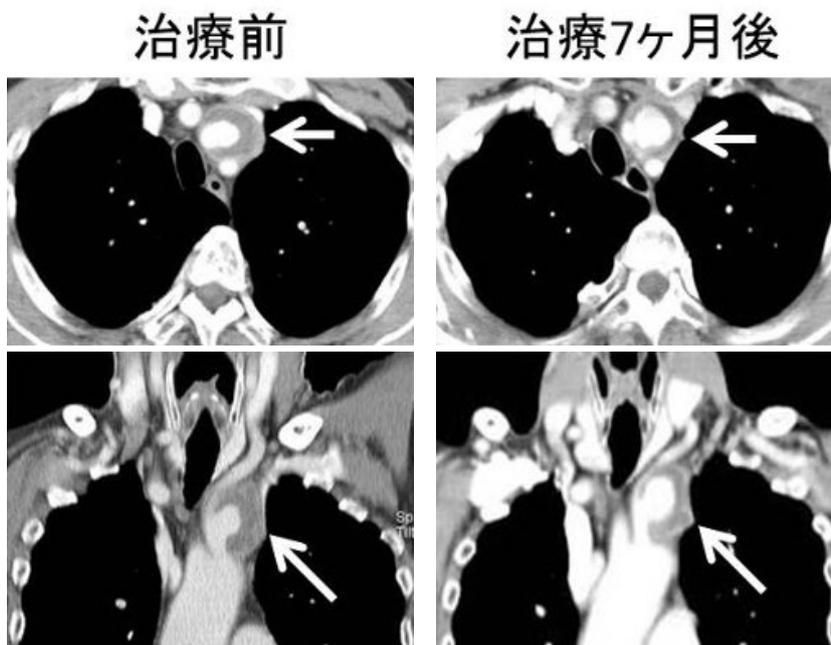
胸部造影CT. 初診時、左総頸動脈は嚢状に拡張(矢印)していた. 治療7ヶ月後に瘤内の血流増加を認めた.
